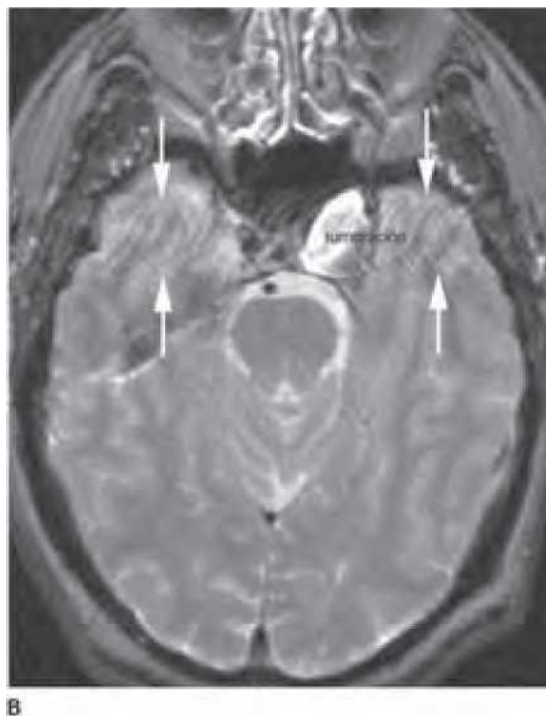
A. Tomografie computerizată (CT) axială fără substanță de contrast cu fereastră osoasă a bazei craniului la un bărbat tânăr cu cefalee, care prezintă o masă rotundă cu calcificare periferică slabă ce a remodelat osul la baza craniului. Masa este centrată pe canalul carotidian stâng. Canalul carotidian contralateral este vizibil (C). B. Imagine axială ponderată T2 a aceluiași pacient, care prezintă o intensitate eterogenă a semnalului în masa stângă, corespunzătoare unui tromb lamelar. Un artefact de fază (săgeți albe) confirmă natura vasculară a leziunii, iar un anevrism al arterei carotide cavernoase a fost confirmat prin angiografie.
